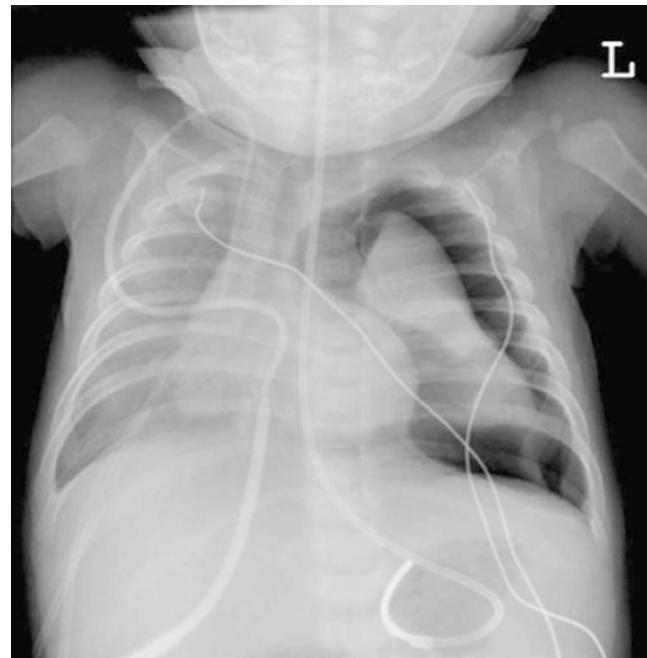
Röntgenbild eines Spannungspneumothorax links beim Kind. (Aus MacLusky et al. 2006)
